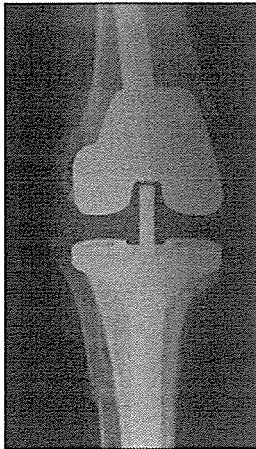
65 yaşında, bayan hastanın önarka diz grafisi. Osteoartrit sebebiyle total diz protezi yapılmış ve 7. ayda enfeksiyon gelişmiş. Tibial komponentte gevşeme görülüyor.
